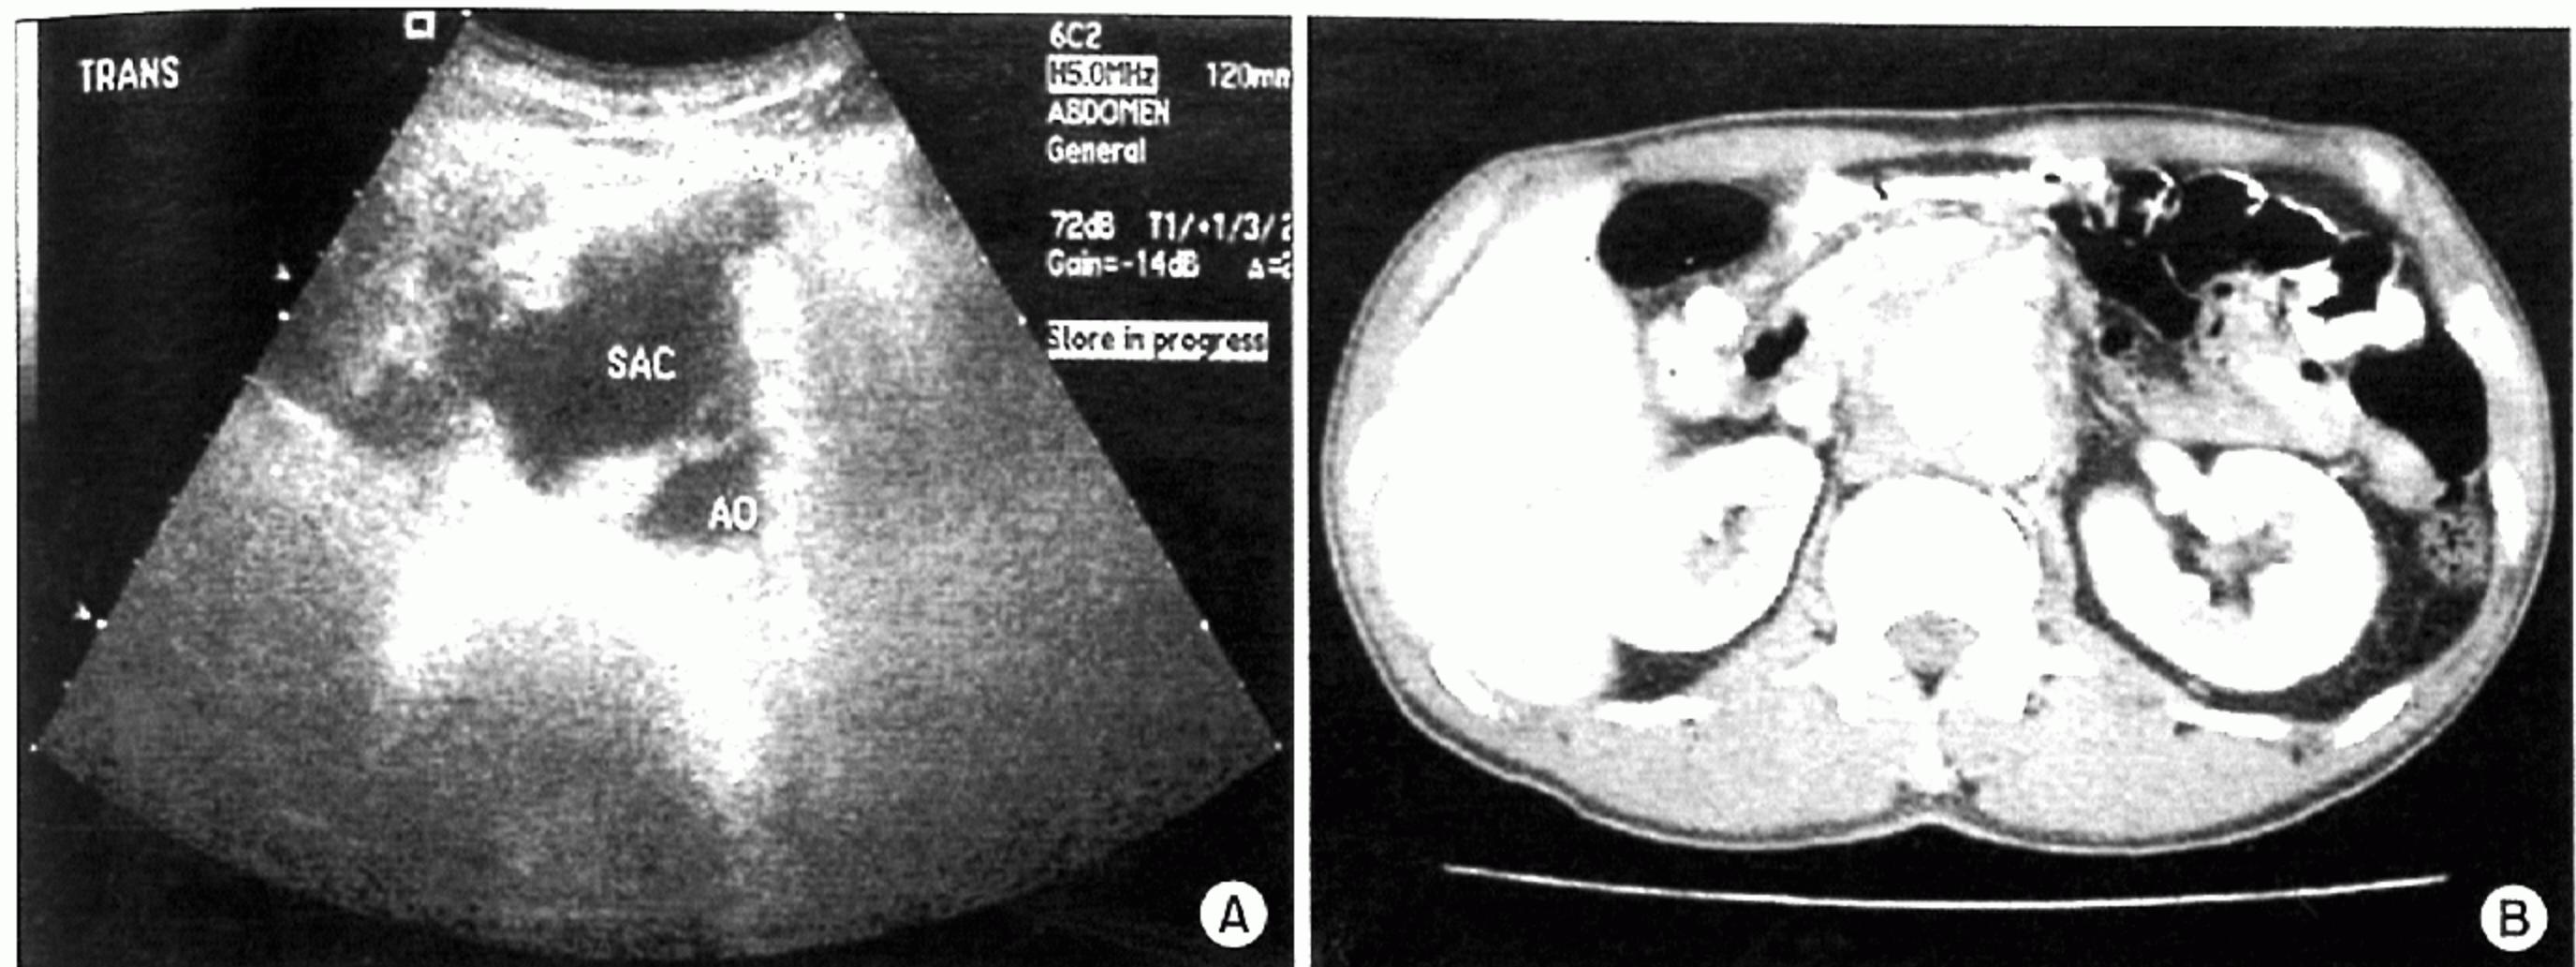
Preoperative ultrasonogram (A) and abdominal CT scan (B). (A) 4.3×3.5 cm sized aneurysm arising in superior mesenteric artery. (B) Abdominal CT scan shows a SMA aneurysm at its origin site. That aneurysm is partly ruptured into adjacent soft tissue and forms diffuse hematoma.
